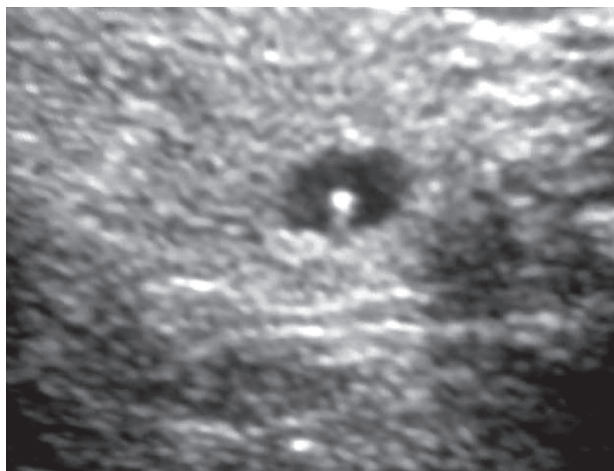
Локально-очаговый тип изменений ЩЖ при УЗИ
